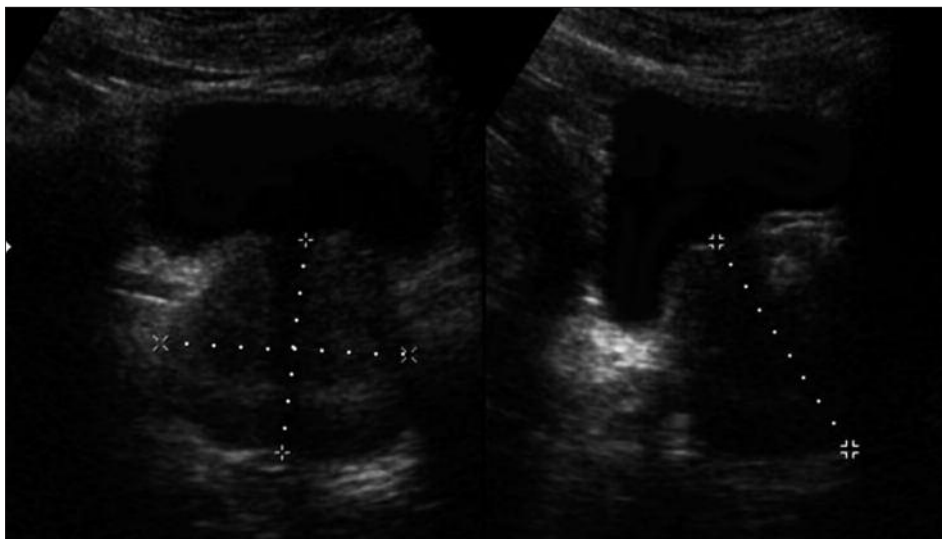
Ecografía renovesicoprostática
